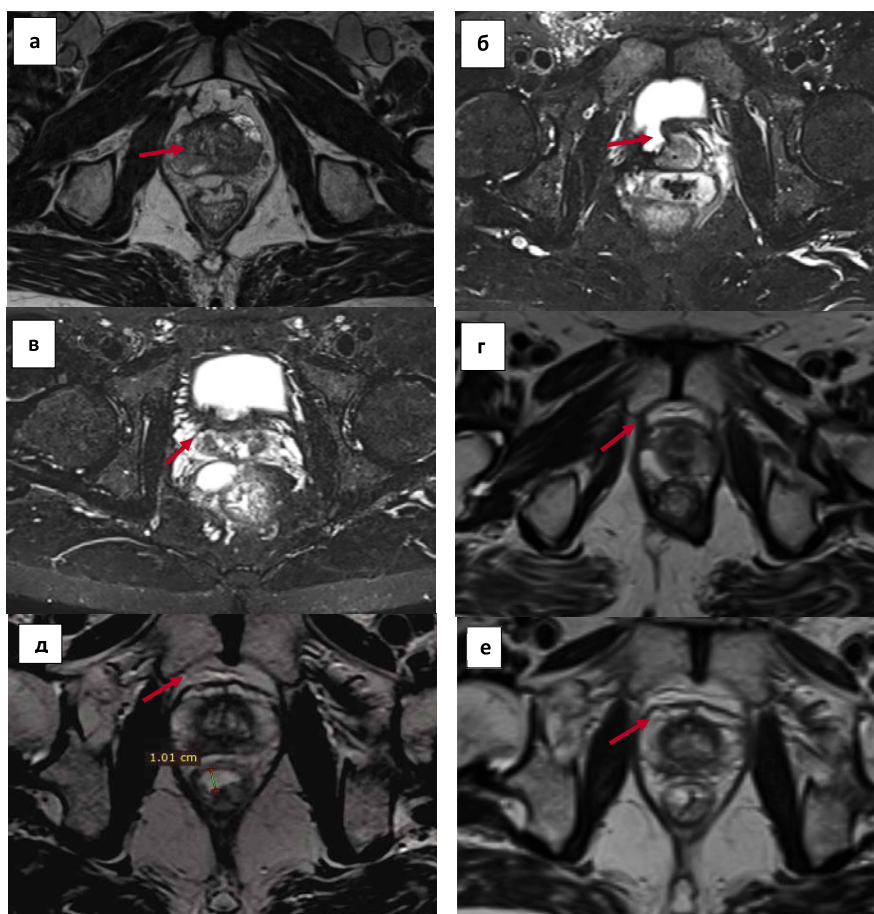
Ошибки введения различных типов БДС. а — частичное введение геля под мезоректальную фасцию (коллаген); б — имбибиция кровью введенного коллагена; в — латерализация введения геля (коллаген); г — подкапсульное введение БДС (коллаген) в предстательную железу справа; д — введение БДС (гиалуроновая кислота) в стенку прямой кишки; е — контрольная МРТ после окончания лучевого лечения (14 дней), демонстрирующая существенное снижение объема введенной гиалуроновой кислоты в стенку прямой кишки
